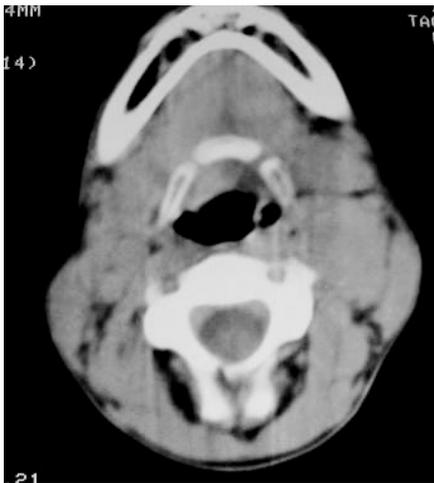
TAC de cuello. Imagen ovalada de 4x3x2 cm densidad de partes blandas, medial al músculo esterno- cleidomastoideo que desplaza las estructuras vasculares.
